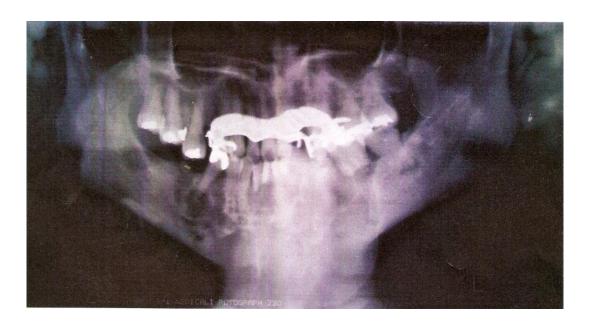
Ortopantomografía donde se observa lesión mixta.
